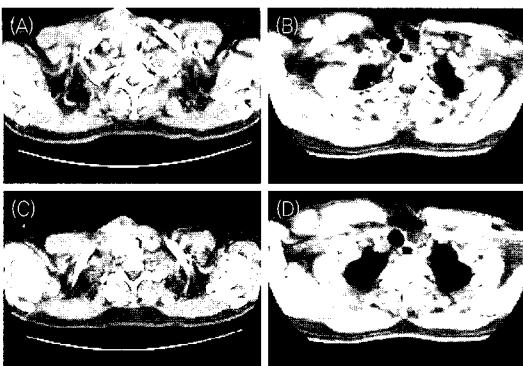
Axial CT image of neck in case 2. (A), (C): Preoperative image. Huge mass in right thyroid gland region invaded strap muscles and sternocleidomastoid muscle and encircled common carotid artery. Thyroid mass collapsed trachea and internal jugular vein. (B), (D): Postoperative image. Tracheostoma was made in right neck. Pectoralis major myocutaneous flap was shown in lower anterior neck.
